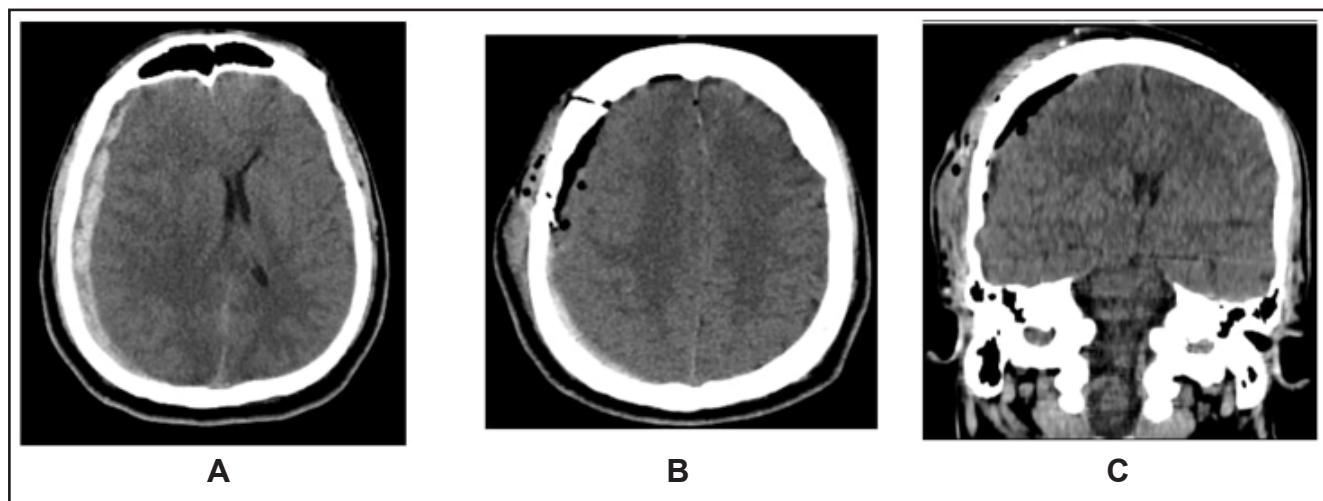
A: TAC de cráneo simple corte axial en posoperatorio inmediato de resección tumoral, nótese hematoma subdural hemisférico derecho, con signos de herniación uncal. B: TAC de cráneo simple corte axial en posoperatorio de craneotomía, se observan cambios posquirúrgicos, con resolución de hematoma subdural. C: TAC de cráneo simple corte coronal en posoperatorio de craneotomía, se observan cambios posquirúrgicos, con resolución de hematoma subdural.
